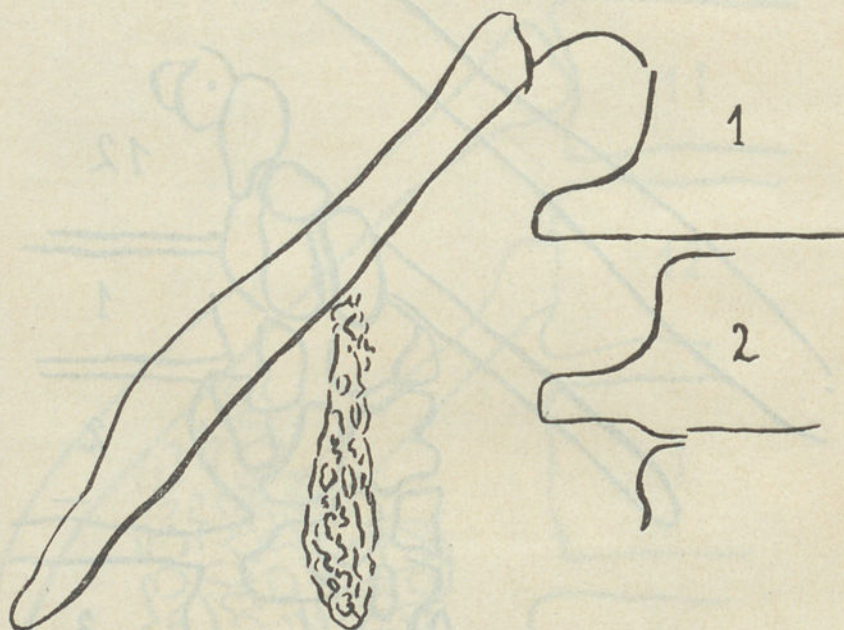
Radiografia n.º 3950.
